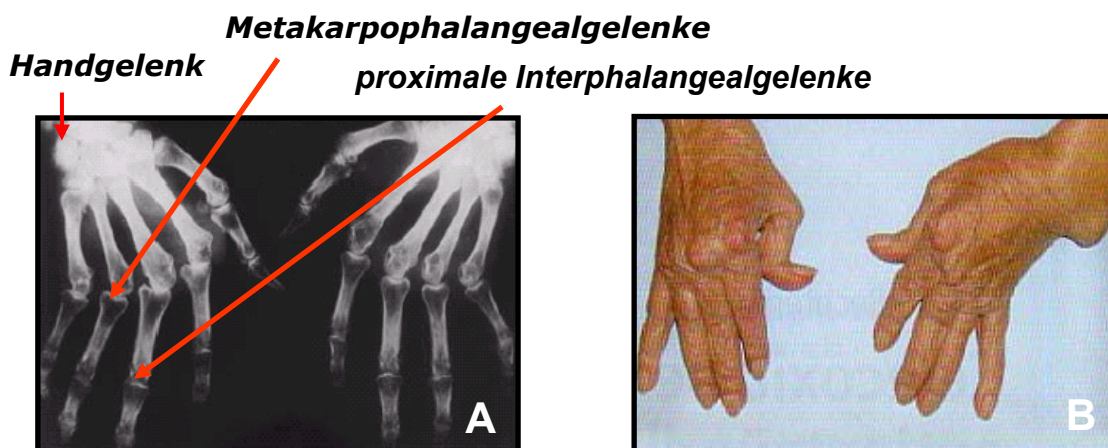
RA – Periphere Gelenkbeteiligung. A. Röntgenbild: vorkommende Begleitosteoporose und ausgeprägte erosive Veränderungen der Metakarpophalangealgelenke; B. Spätstadium: vorstehende Metakarpalköpfchen, deutliche Atrophie der Interossealmuskulatur; (Quelle: Thiemes Innere Medizin; Georg Thieme Verlag Stuttgart 2004)
